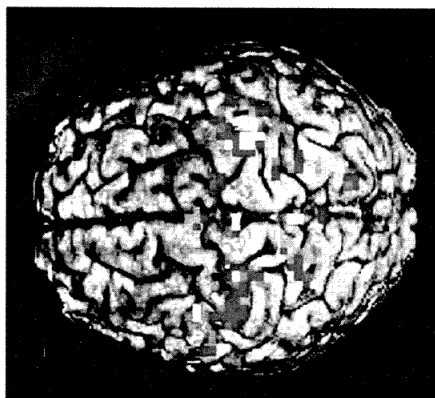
Korová reprezentace ruky v zobrazení funkční magnetickou rezonancí (fMRI) při jednoduchém pohybovém úkolu (červeně) a senzomotorické stimulaci (zeleně). Rozsahy přibližně odpovídá klasickému senzomotorickému homunkulu.
